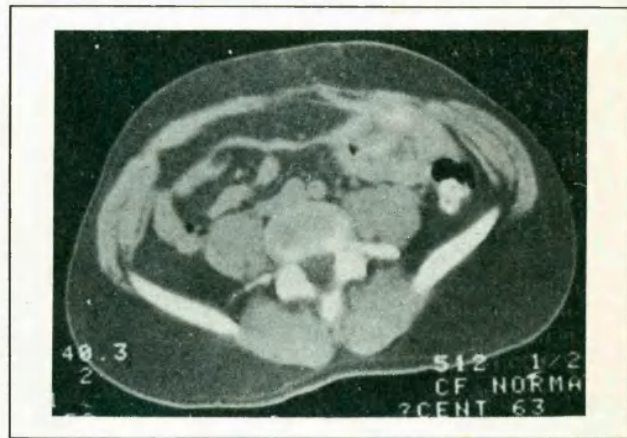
B. TAC de control posquimioterapia de rescate.
